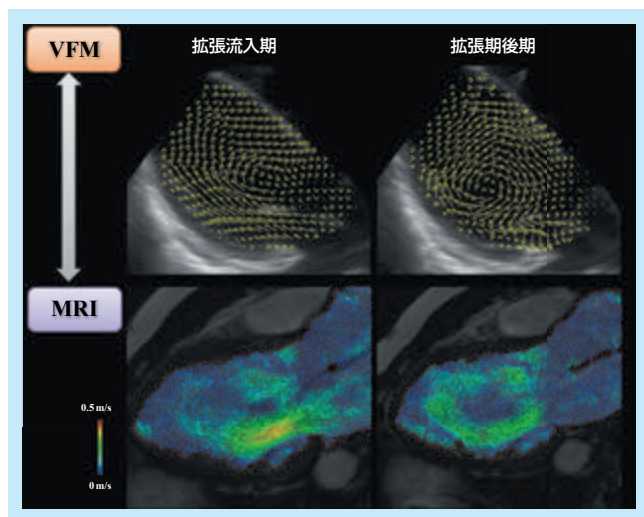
VFMとMRIとの比較：拡張型心筋症における心内血流
